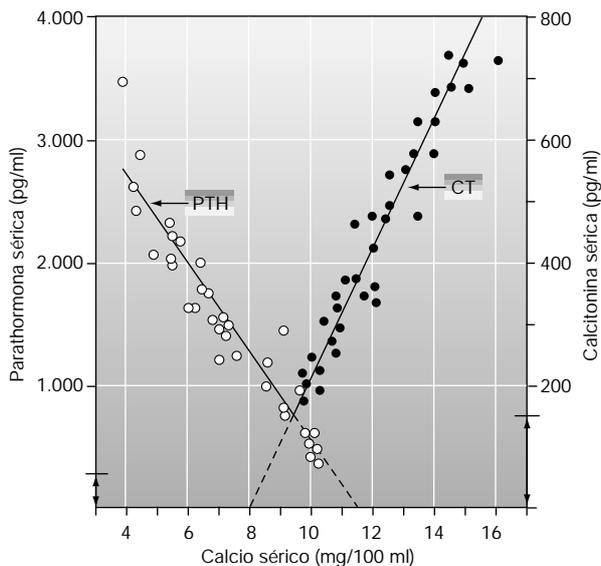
Influencia del calcio plasmático total sobre la secreción de parathormona (PTH) y calcitonina (CT).
